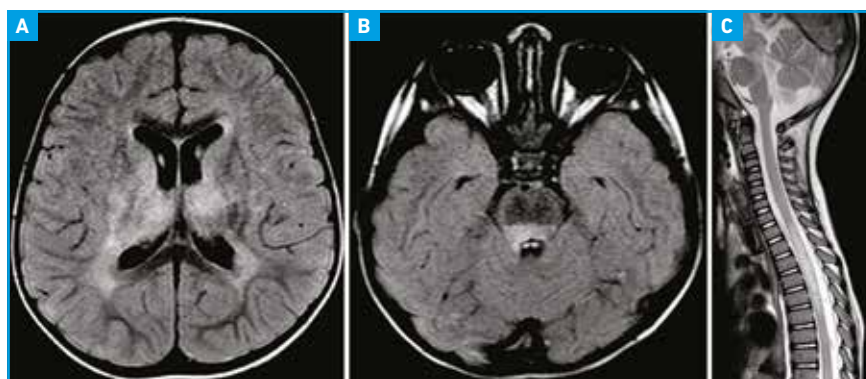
IRM cérébrale initiale d'une fille de 3 ans ayant présenté un tableau d'EMAD avec anticorps anti-MOG. Coupe axiale Flair (A) montrant des lésions péri-ventriculaires mal limitées, touchant les noyaux gris centraux et la fosse postérieure (B) avec atteinte du plancher du 4^e ventricule. La coupe sagittale (C) T2 médullaire montre une lésion extensive de plus de 3 vertèbres.
